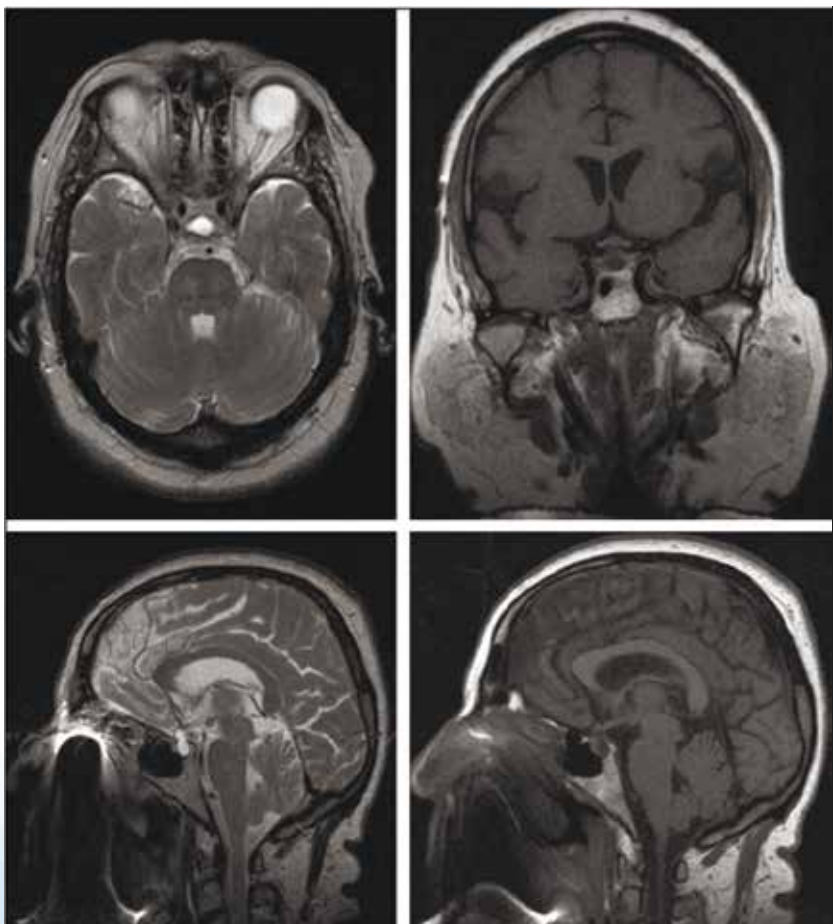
Результаты МРТ-исследования пациентки К.
